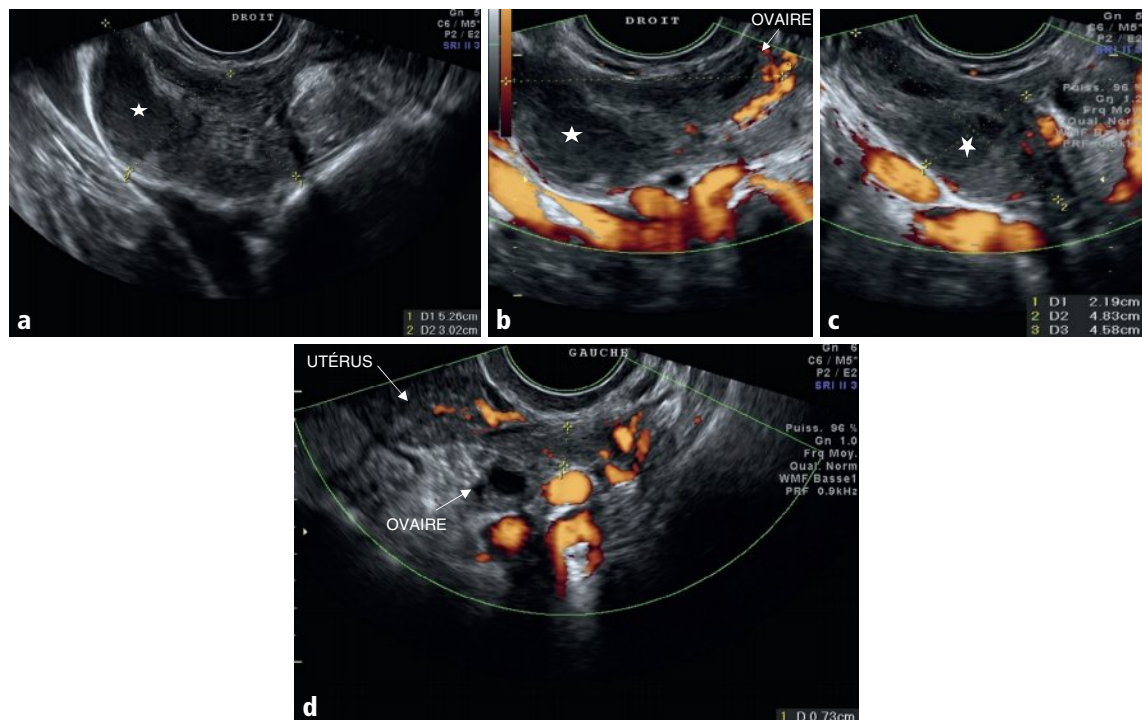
a–d Masse annexielle droite hypoéchogène, hétérogène (a), d'allure tubulée et accolée à l'ovaire droit dont on perçoit un corps jaune finissant du cycle précédent avec couronne vasculaire partielle (flèche en b), sur 48 mm de long et 22 mm d'épaisseur (c); noter le centre plus hypoéchogène et homogène, avec renforcement postérieur (étoiles en a, b et c); à gauche la trompe est visible, épaissie sur 7 mm (d). Enfin, il n'y a pas de franche hypervascularisation en Doppler énergie, tant à droite (b, c) qu'à gauche (d).
